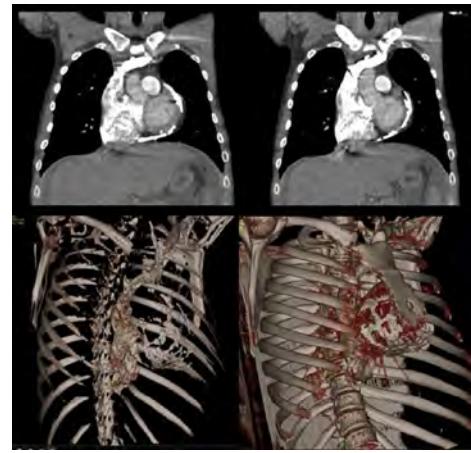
Severe dense calcification of the pericardium in multislice computed tomography.
